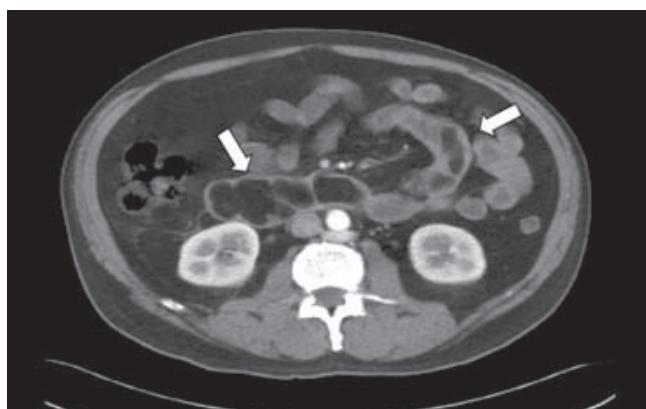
Tomografía computarizada de abdomen que evi- dencia tumores con densidad grasa en intestino delgado.
